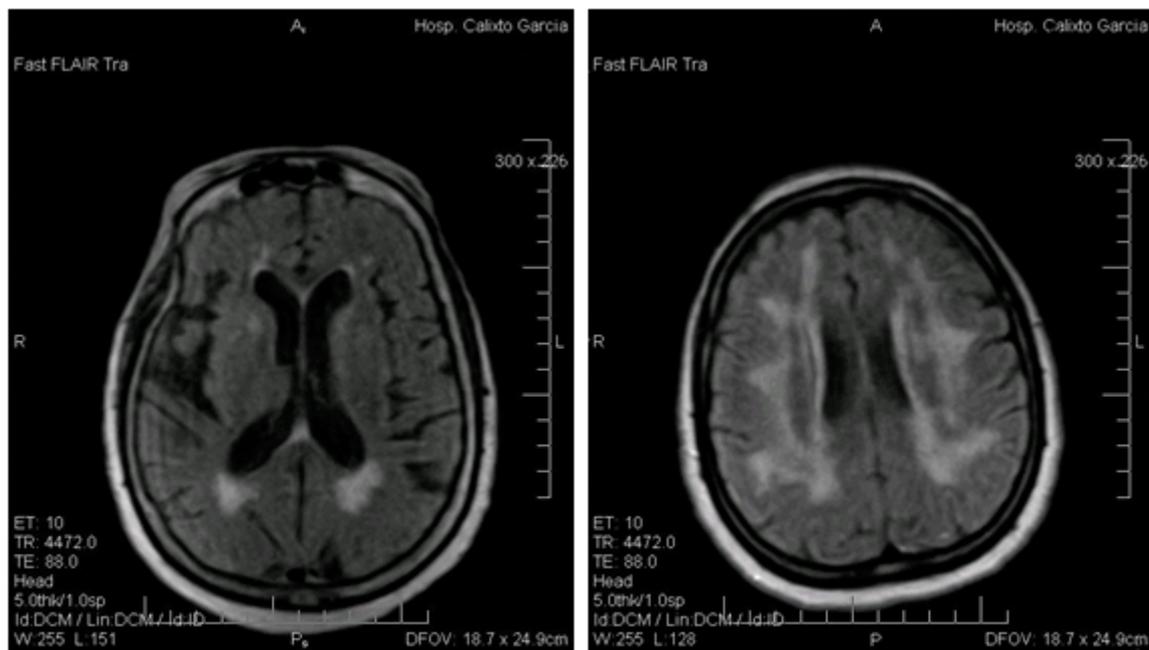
Imágenes axiales de Resonancia Magnética encefálica ponderada en secuencia FLAIR donde se aprecian hiperintensidades periventriculares características de leucoaraiosis de dos casos en diferentes estadios.
